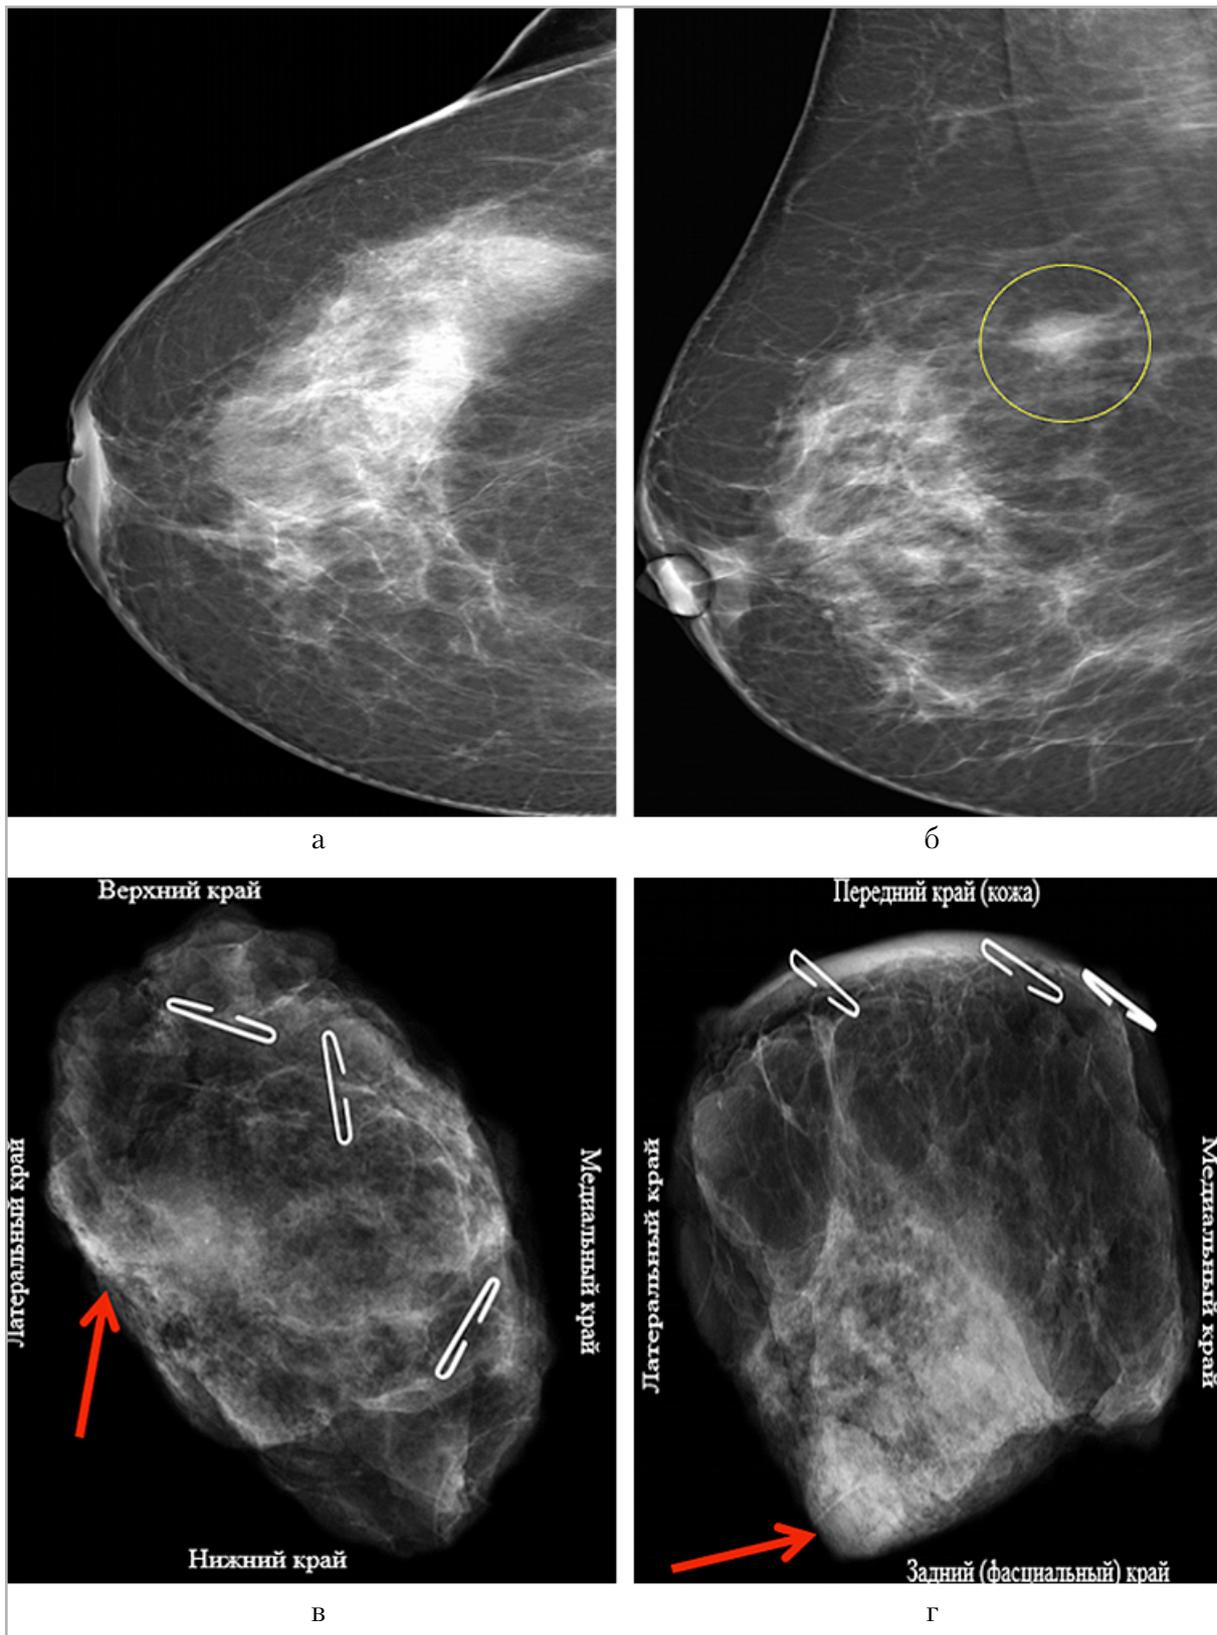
Обзорные рентгенограммы правой молочной железы в краниокаудальной (а) и медиолатеральной (б) проекциях: в верхнем отделе в медиолатеральной проекции по краю железы визуализируется образование с нечеткими контурами (желтый круг) и интраоперационная рентгеновская секторография удаленного образца в двух проекциях (в, г): образование на расстоянии менее 2 мм от латерального края резекции (красные стрелки)
